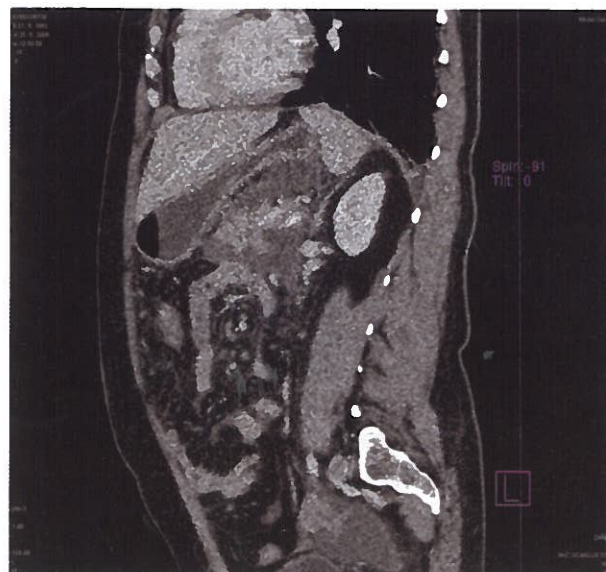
CT obraz edematóznej AP
